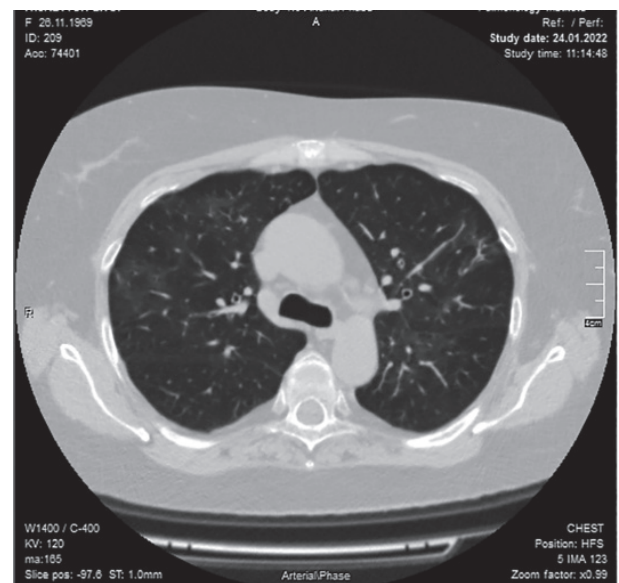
Аксіальний зріз КТ ОГК хворої П. з негоспітальною пневмонією вірусної етіології (COVID-19) та супутньою БА через 3 тижні на тому ж рівні. Визначається відновлення пневматизації паренхіми легень.
